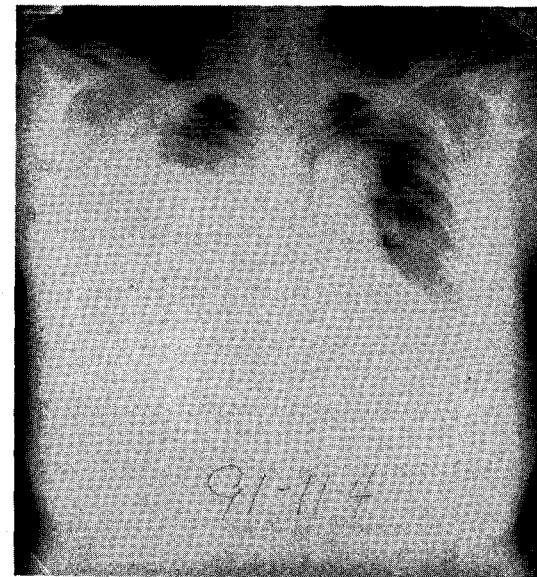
Chest roentgenogram shows massive right pleural effusion with leftward shift of the heart and mediastinum.
